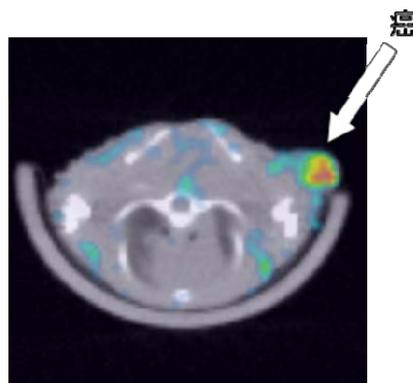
A-375 担癌モデルマウスにおける $[^{125}\text{I}]3\text{-HYD}$ SPECT-CT 画像
